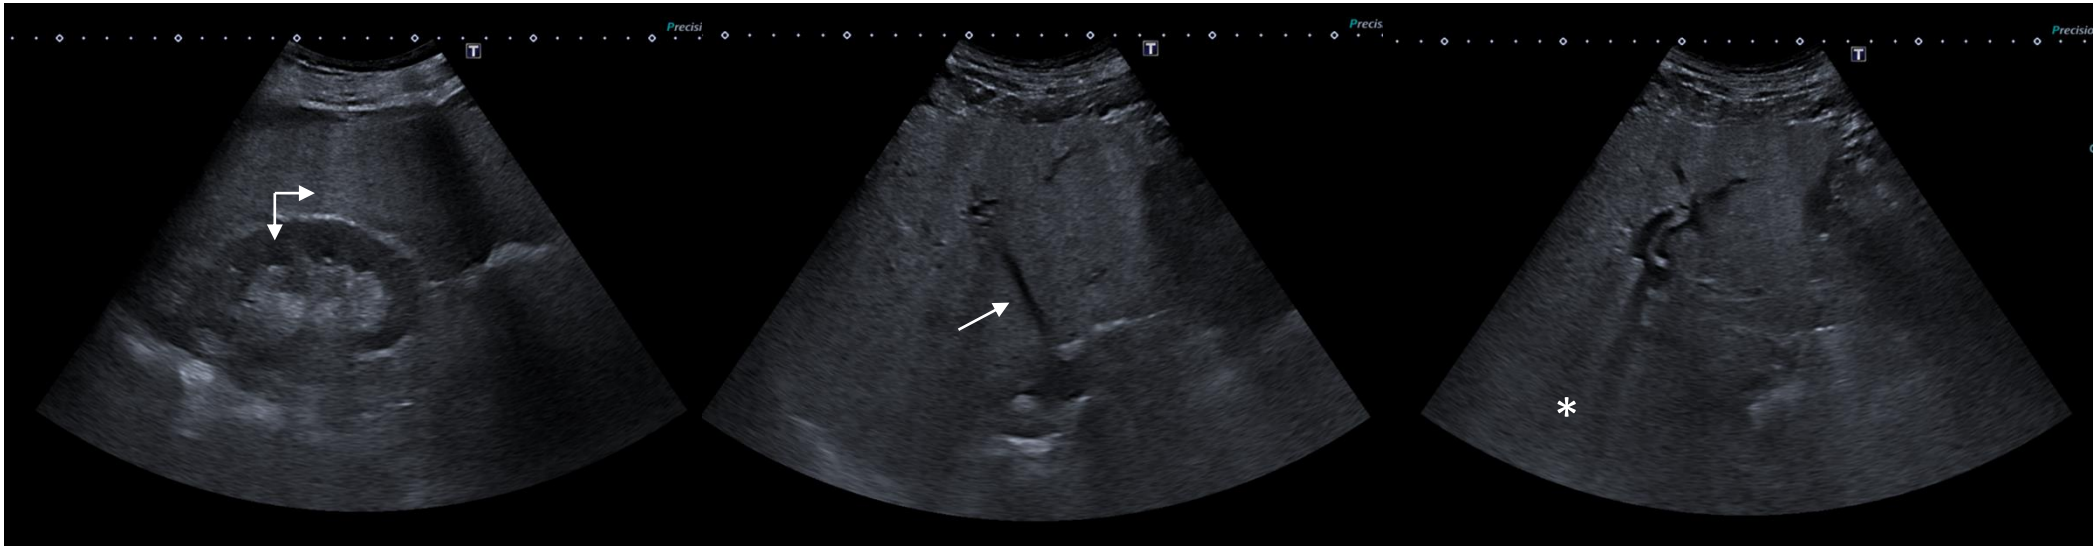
Ecografía en modo B: hígado más ecogénico respecto a la cortical del riñón con peor definición de los vasos y mala visualización de segmentos posteriores como signos de esteatosis severa.
